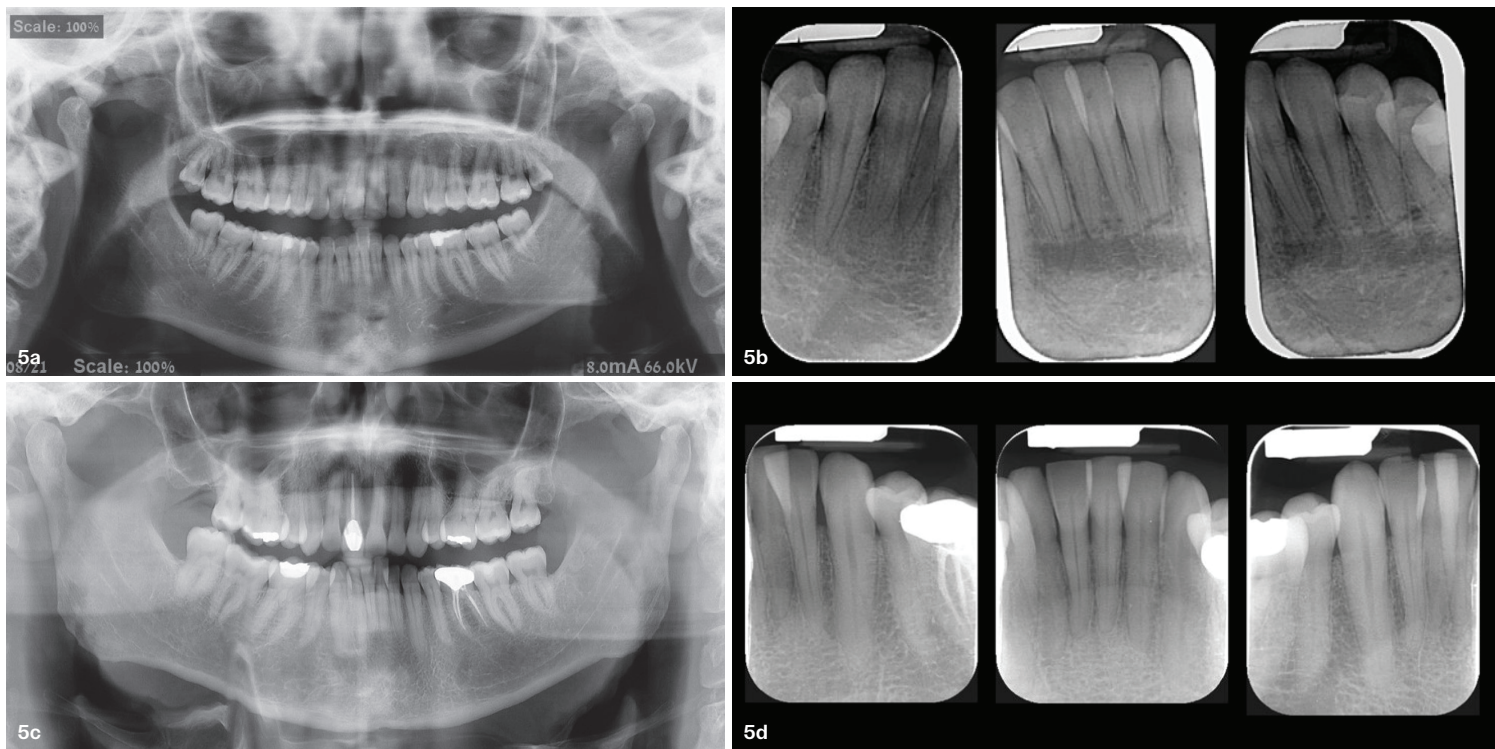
Röntgenaufnahmen, Fall 1 (a, b) und Fall 2 (c, d). In beiden Fällen ist eine ausreichende Knochenstützung der unteren Schneidezähne gegeben.
